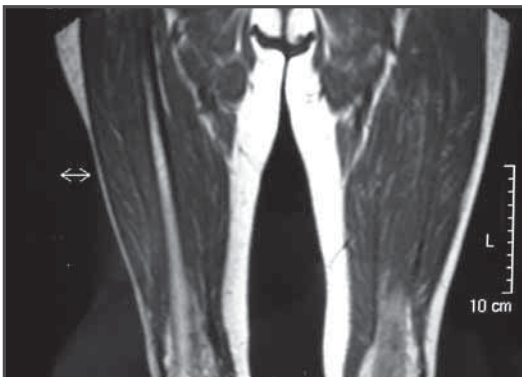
RM de control a los 6 meses del inicio de la clínica.
